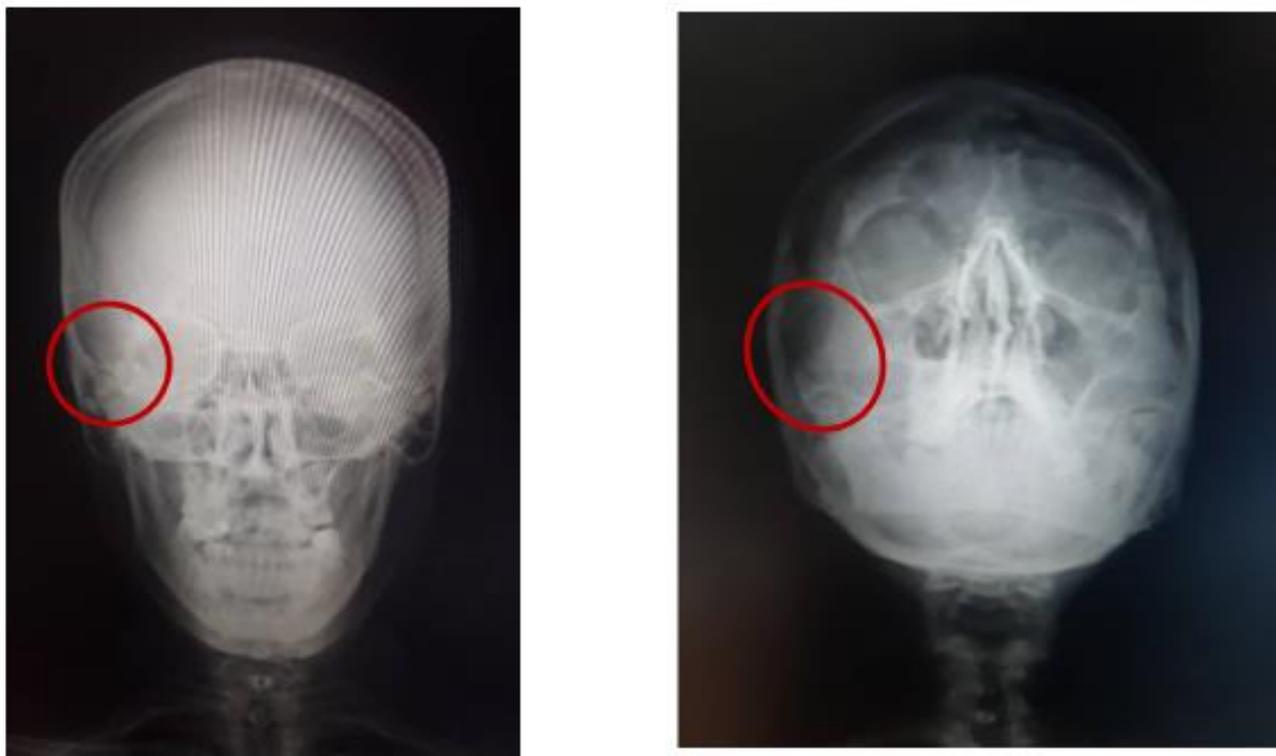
Radiografías realizadas al paciente donde se constata la fractura del complejo cigomático derecho.
